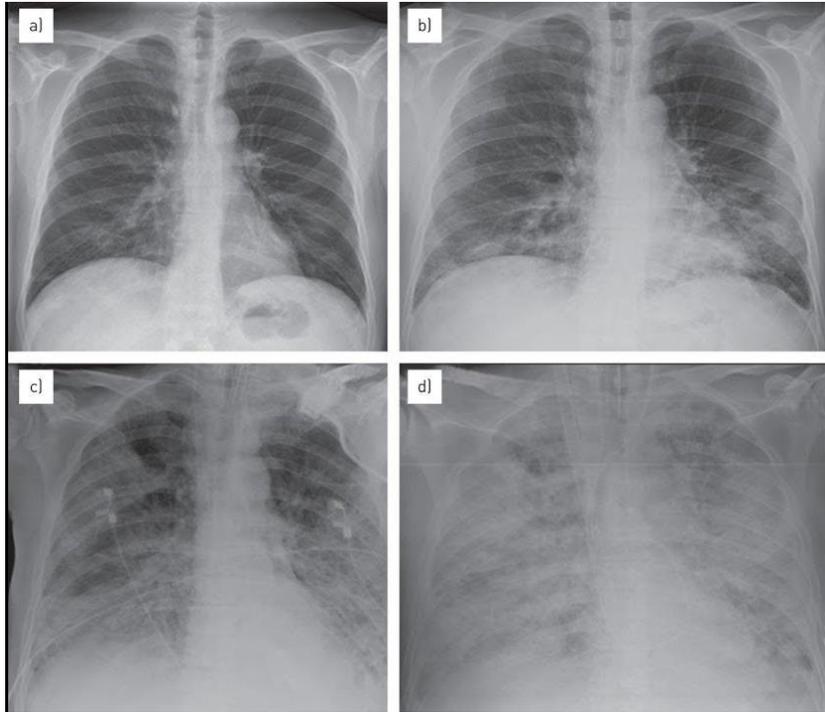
RADIOGRAFIAS QUE EJEMPLIFICAN ESTADIOS EN EL SDR.
